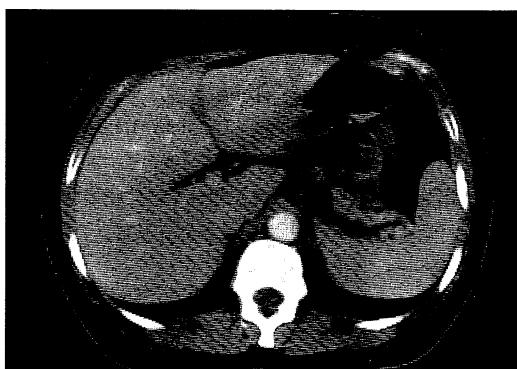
An abdominal computed tomographic scan, performed 10 months after discharge, showed no abnormality in the liver.
